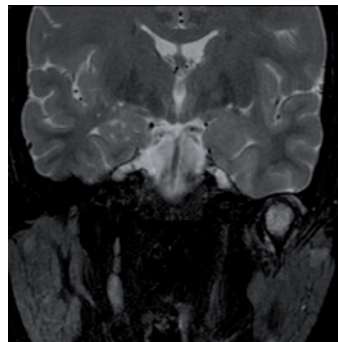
RM en plano coronal T2 de ramas verticales mandibulares. La secuencia T2 pone claramente de manifiesto el edema óseo (hiperintensidad) del cóndilo así como la alta señal del líquido articular.
